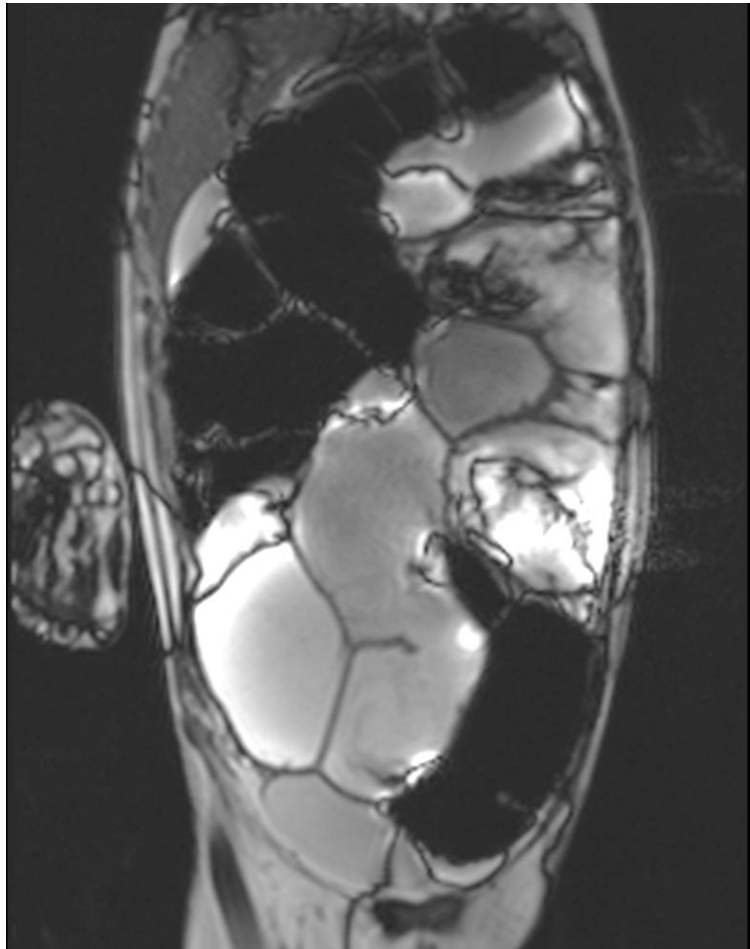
Гидро-МРТ у пациента с синдромом короткой кишки. Измерение длины тонкой кишки. У пациента 150 см тонкой кишки. Измерение длины очень затруднительно.
